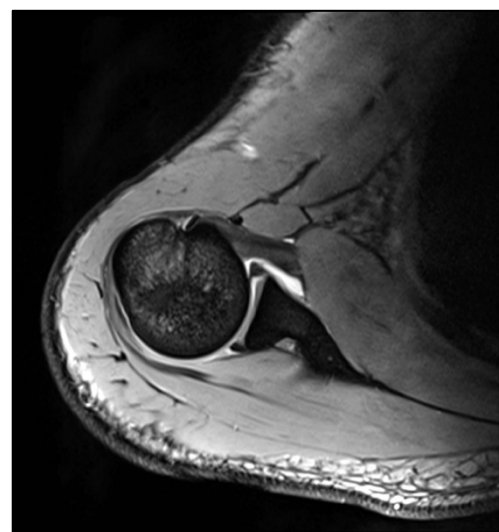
Bankart-Läsion rechte Schulter, ventraler Glenoidrand, MRT in PDw-fatsat-Sequenz, Transversalschnitt. Aus: Stäbler (2017).
